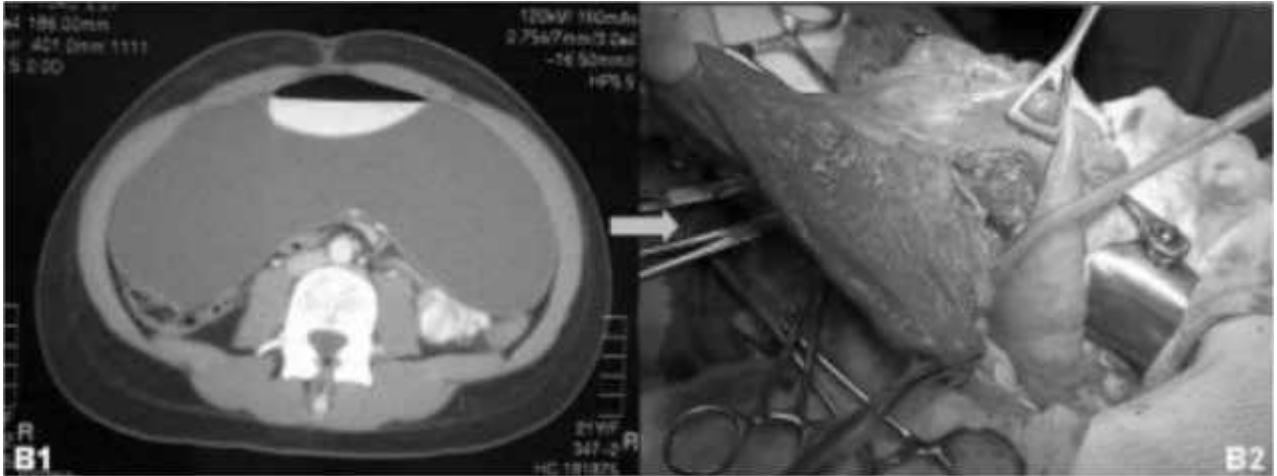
Imágenes del TAC y de la cirugía. B1) TAC abdominal. B2) Cirugía; se distingue el quiste tras su aspirado.
